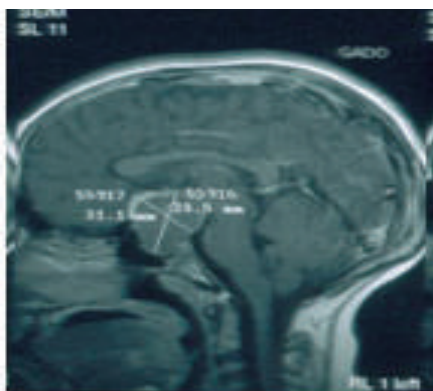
IRM en coupe sagittale T2 montrant le kyste supra-sellaire
